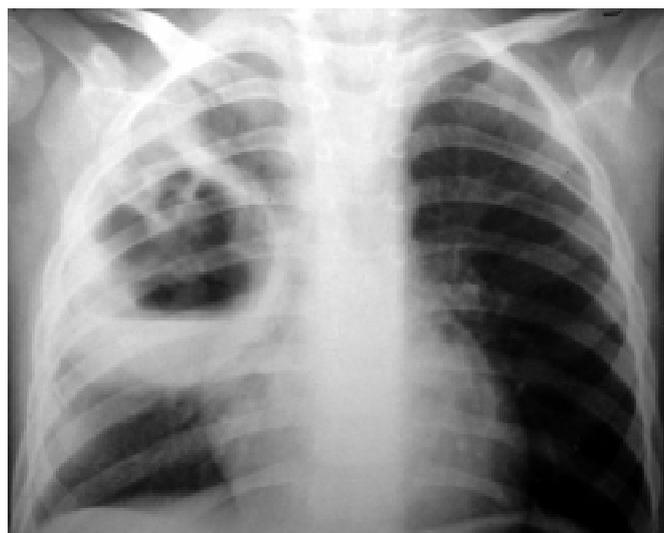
Рентгенограма хв. Б., 4 р. 8 міс. Правобічний абсцес з нерівним внутрішнім контуром і рівнем рідини до 1/3
